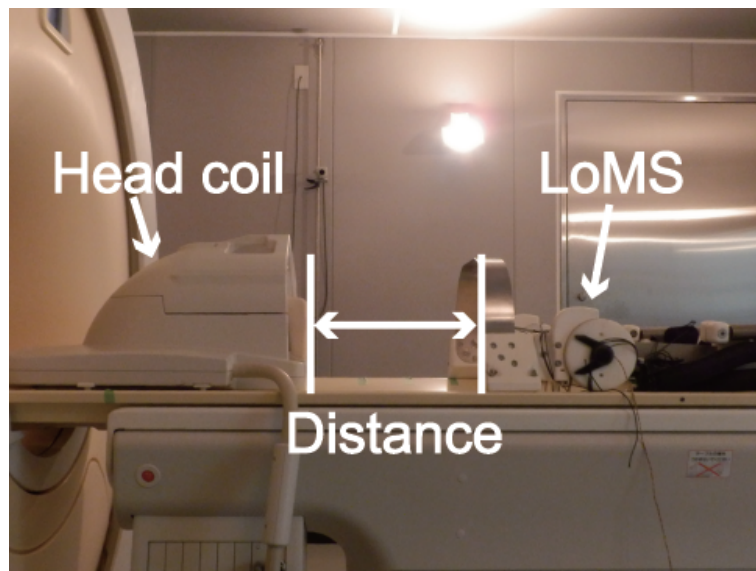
Setting of magnetic susceptibility artifact assessment: The assessment is conducted with a phantom subject. In this assessment, MRI measures the phantom when LoMS is set 0 - 700 [mm] from the head coil of MRI to confirm that the existence and the movement of LoMS does not decrease the fMRI image quality.
